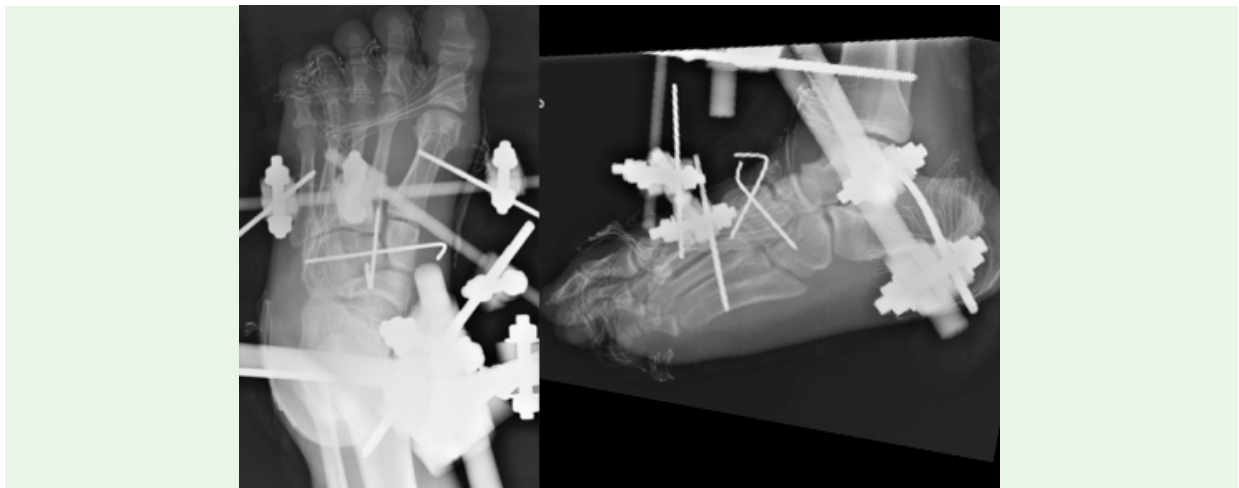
Radiografias em AP e perfil pós-fasciotomias, redução e fixação provisórias da fratura-luxação do médio-pé com fios de Kirschners percutâneos e fixador externo modular colocado medialmente.
